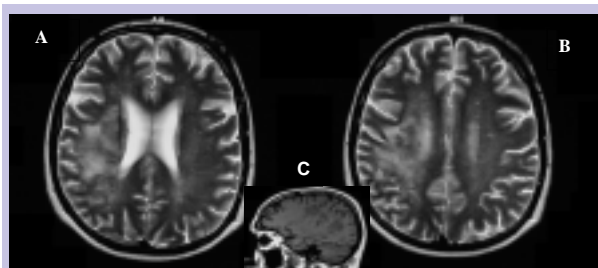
Estudo encefálico por RMN, efectuado ao 13º dia. A e B. T2WI, mostrando enfarte de predomínio sub-cortical. C. T1WI, evidência hipossinal fronto-temporo-parietal e exclui transformação hemorrágica.
